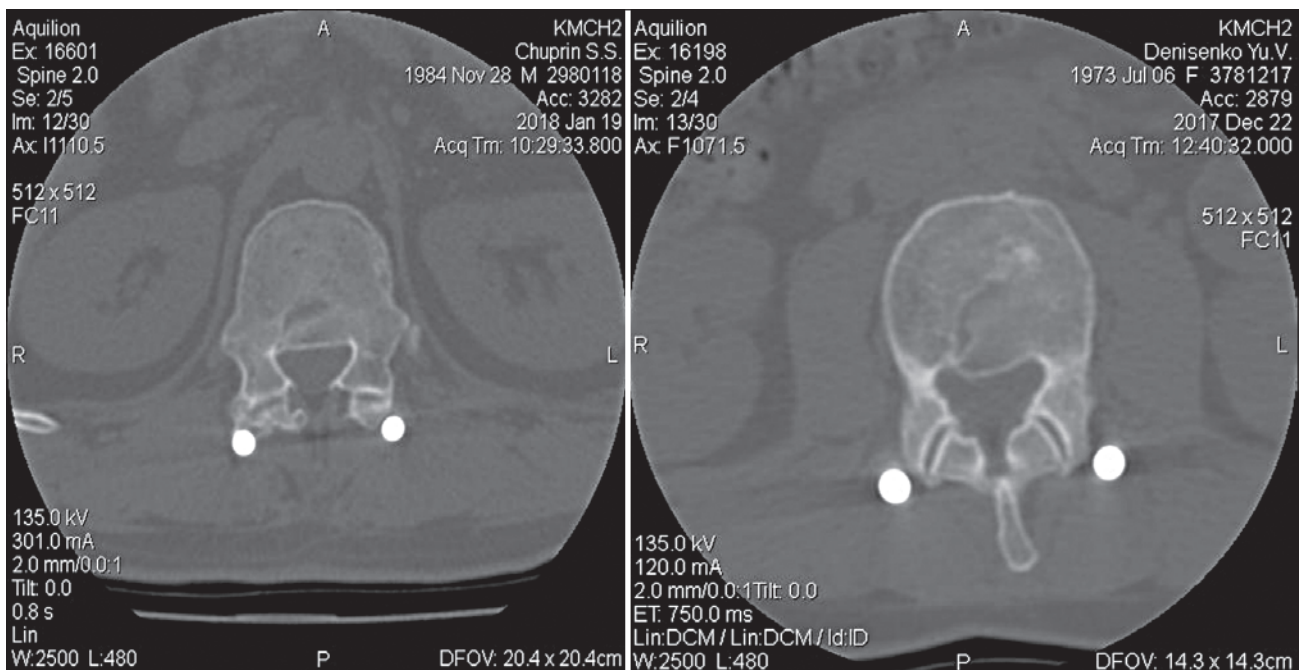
Аксіальні томограми з ознаками ендоостальної регенерації тіла хребця та заднього спондилодезу на оперованому сегменті
